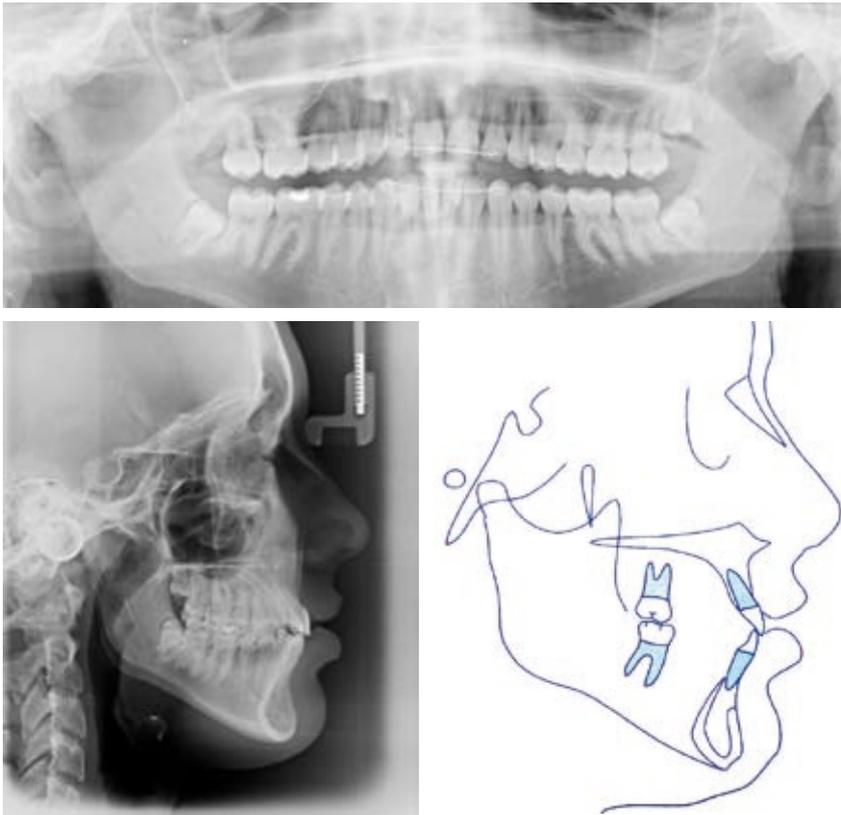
Radiografías postratamiento.
